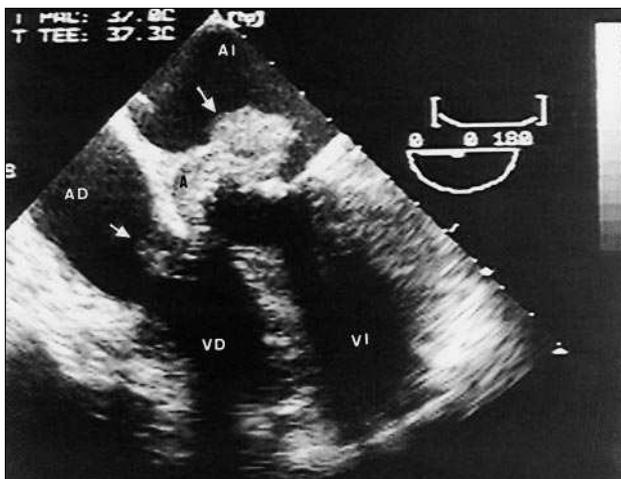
Ecocardiograma transesofágico, plano de 5 cavidades, en el que se observa un absceso aórtico (A) abierto a ambas aurículas, así como dos grandes vegetaciones afectando a las válvulas mitral y tricúspide (flechas); AI: aurícula izquierda; AD: aurícula derecha; VI: ventrículo izquierdo; VD: ventrículo derecho.
